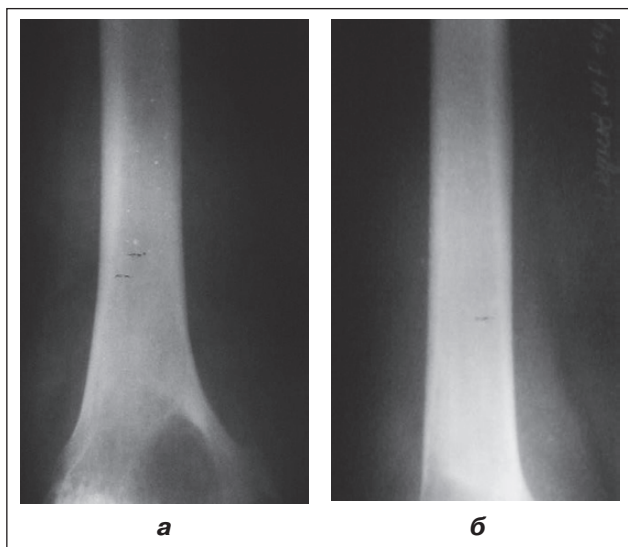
Фотовідбитки рентгенограм хворого П. з метастатичною пухлиною дистального відділу стегнової кістки
